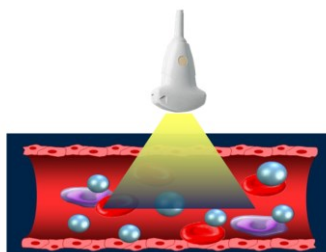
Ecografie cu substanță de contrast (CEUS).
